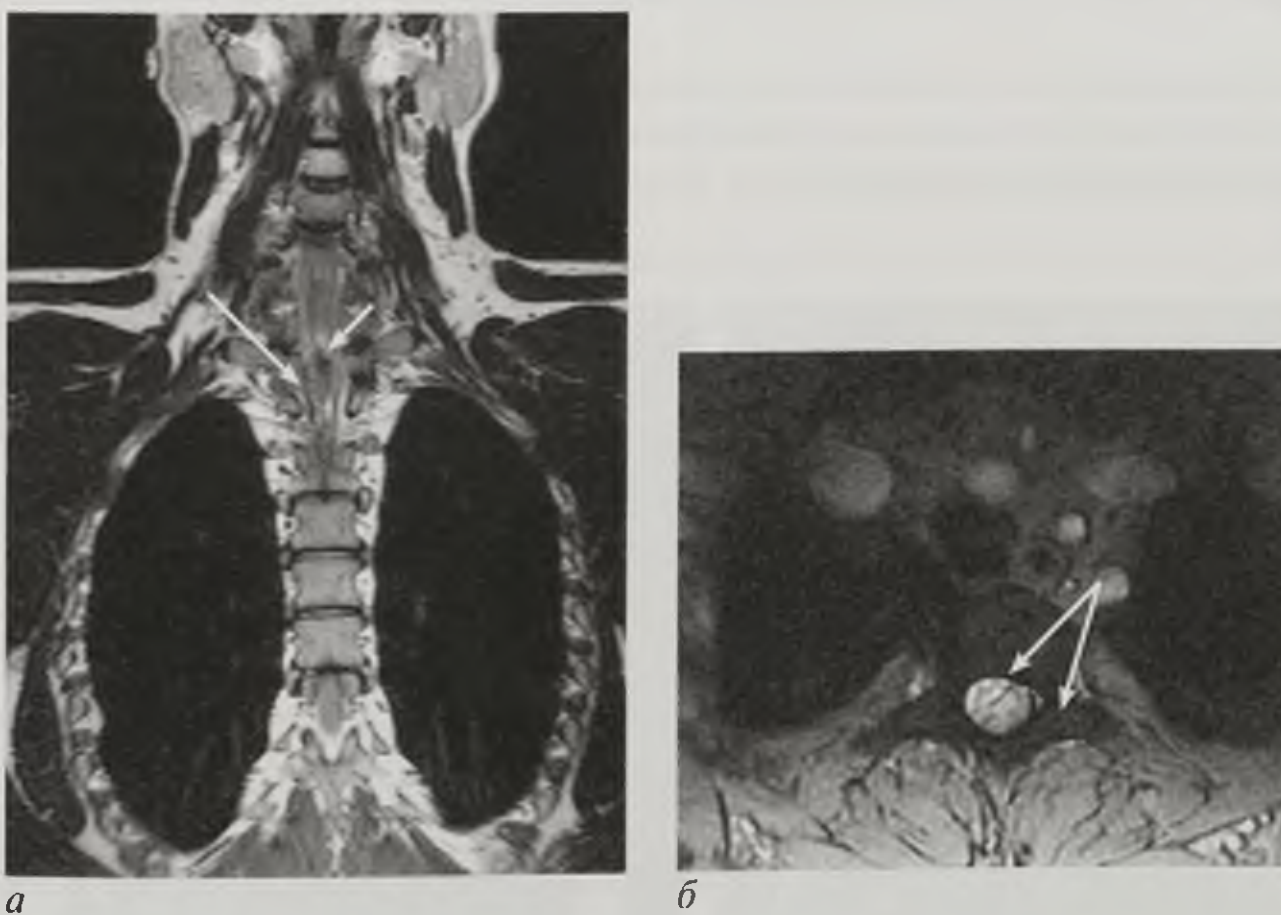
Магнитно-резонансные томограммы грудного отдела позвоночника, T2-взвешенное изображение во фронтальной (а) и аксиальной (б) плоскостях. Узел артериовенозной мальформации (короткая стрелка) представлен в виде участка неоднородного изменения интенсивности магнитно-резонансного сигнала, визуализируются расширенные сосуды в виде линейных участков гипоинтенсивного магнитно-резонансного сигнала (длинные стрелки)
